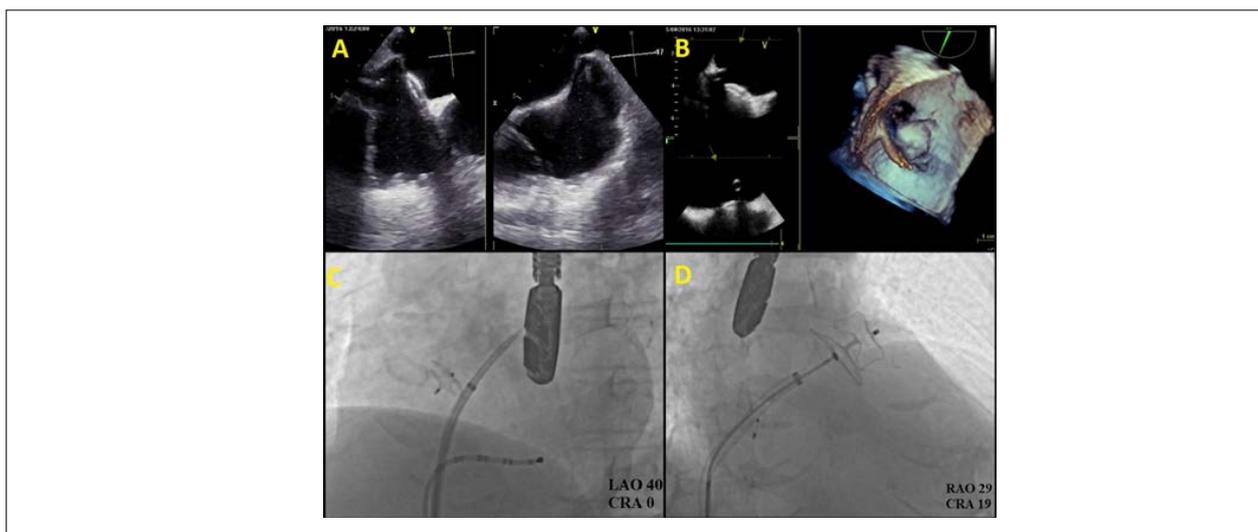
a) Imagem feita com ecocardiograma transesofágico da agulha de punção transeptal levantando a região ínfero-posterior do septo interatrial e da prótese de oclusão de comunicação interatrial, b) Imagem guia tridimensional feita com ecocardiograma transesofágico após a punção transeptal, c) Imagem fluoroscópica da punção transeptal na região ínfero-posterior do septo interatrial e da prótese de oclusão de comunicação interatrial, d) Imagem fluoroscópica da prótese antes de ser liberada.
